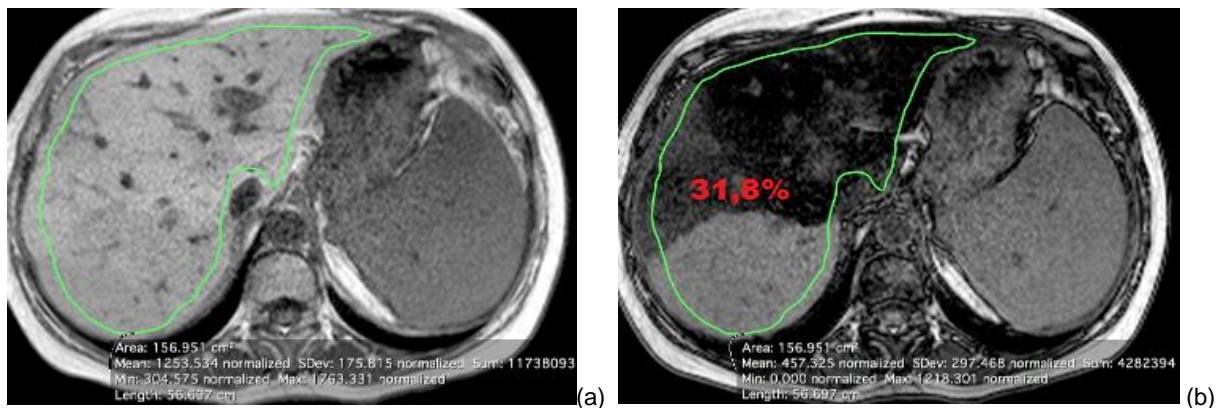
Estratêgia 2 do grupo 2. Imagens axiais em fase (a) e fora de fase (b) do fígado. A área em verde representa a área de interesse selecionada manualmente com os valores fornecidos pela RM abaixo. Em vermelho, o valor da fração de gordura calculado.
